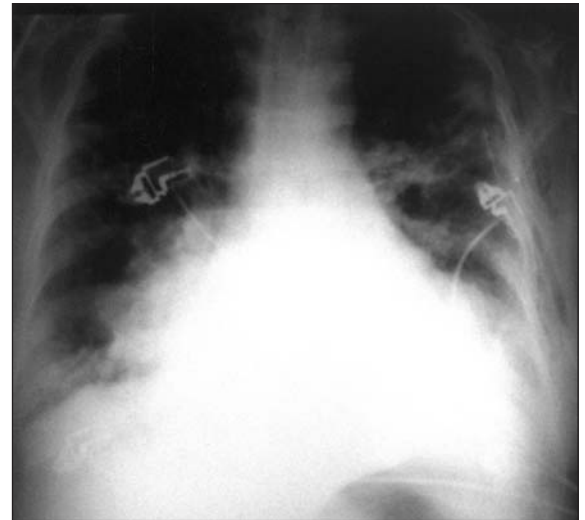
Sistemik kortikosteroid tedavinin dördüncü günündeki akciğer grafisi. Konsolidasyon alanlarında tama yakın regresyon.
